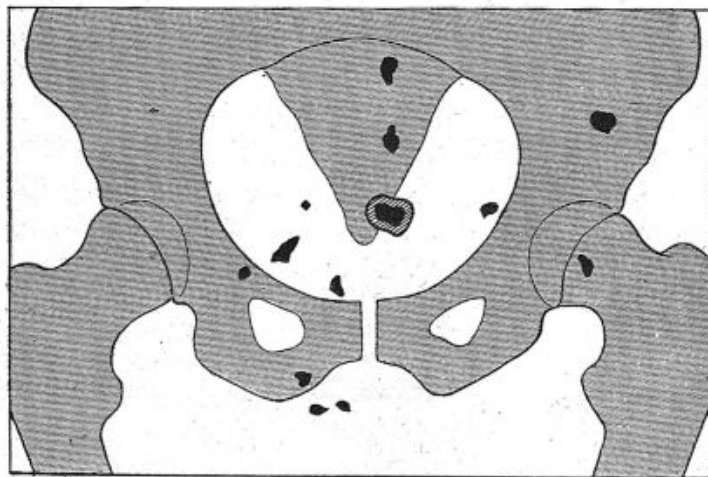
Le même, vu à la radiographie ; en outre, *constellation pelvienne*, par éclats d'obus.
